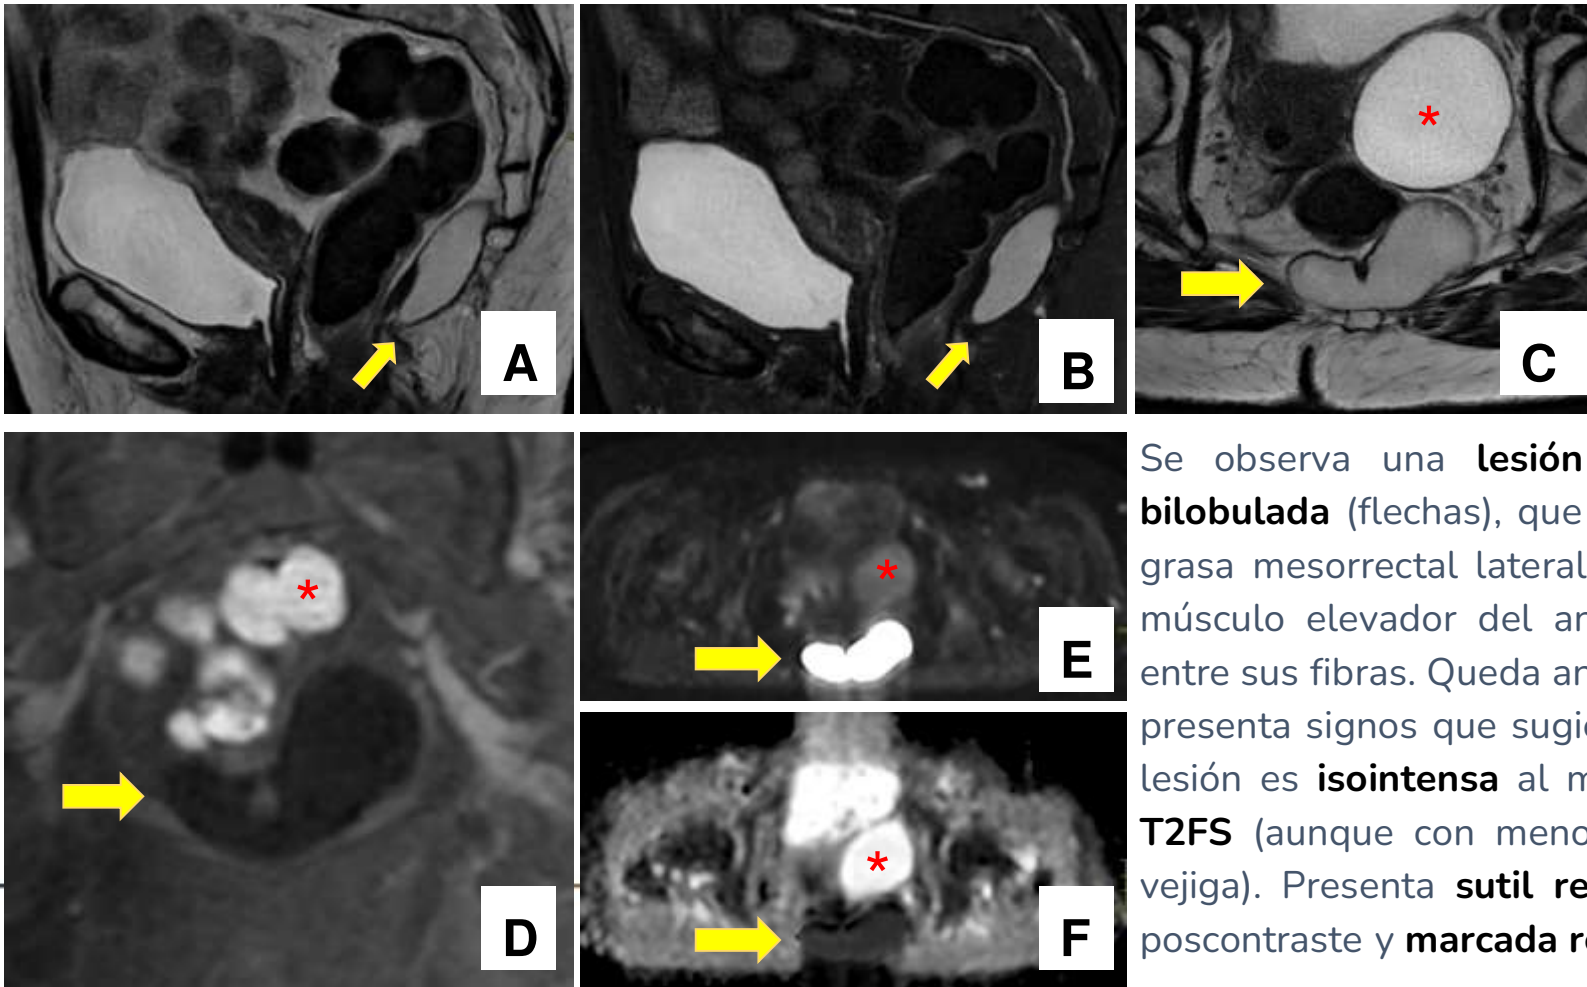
RM de recto: corte sagital (A) potenciado en T2, sagital T2 FS (B), axial T2 (C), axial poscontraste (D) y axiales DWI/ADC (E y F) en paciente con lesión quística parautetina izquierda (asterisco) en seguimiento.
